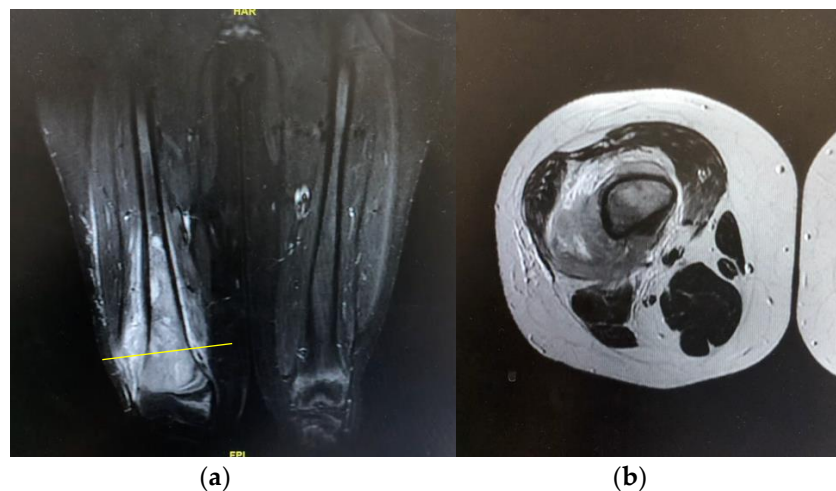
Imágenes obtenidas del estudio inicial con RMN de muslo derecho (a) corte coronal; (b) y corte axial.
